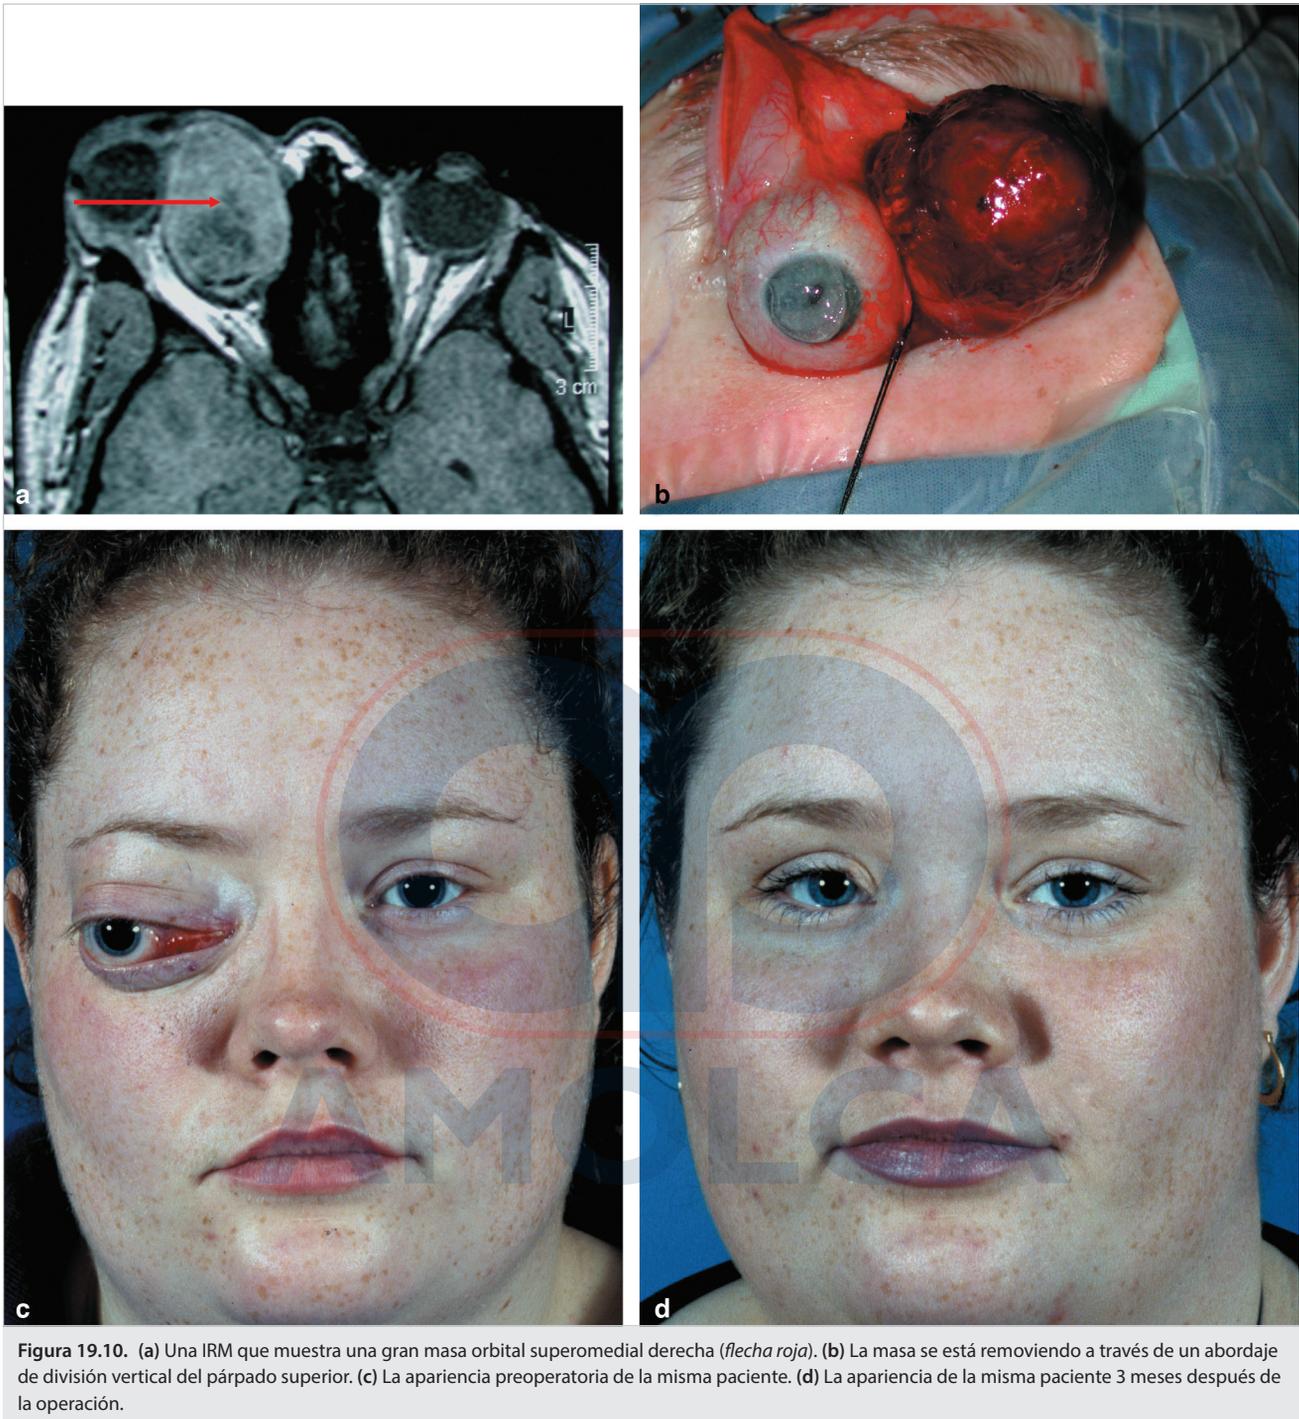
(a) Una IRM que muestra una gran masa orbital superomedial derecha (*flecha roja*). (b) La masa se está removiendo a través de un abordaje de división vertical del párpado superior. (c) La apariencia preoperatoria de la misma paciente. (d) La apariencia de la misma paciente 3 meses después de la operación.
